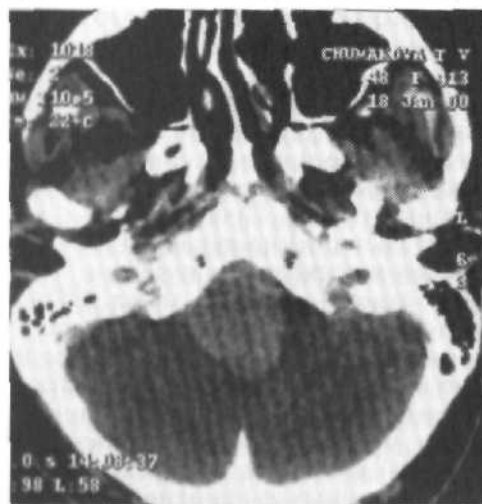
Менингиома области большого затылочного отверстия. КТ с контрастным усилением.
